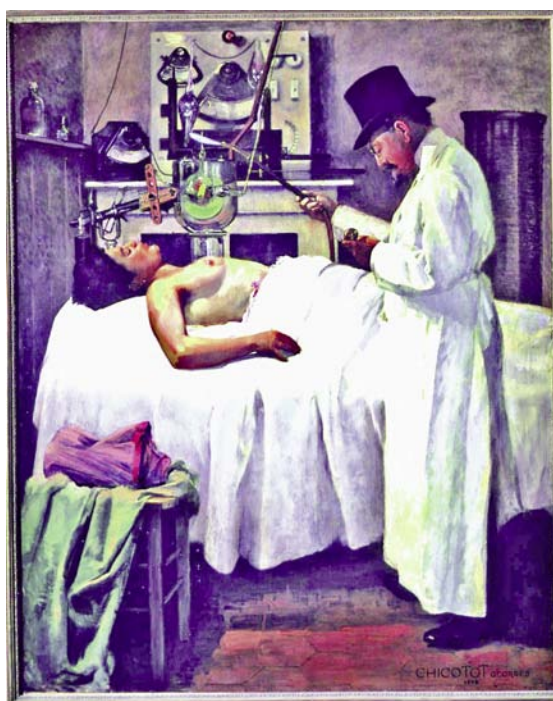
Trattamento roentgen terapeutico del tumore al seno (1907)
